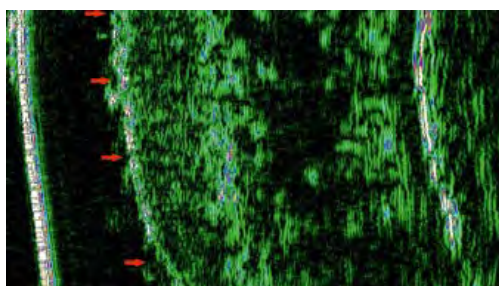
УЗИ кожи в 3-й группе до начала исследования.
